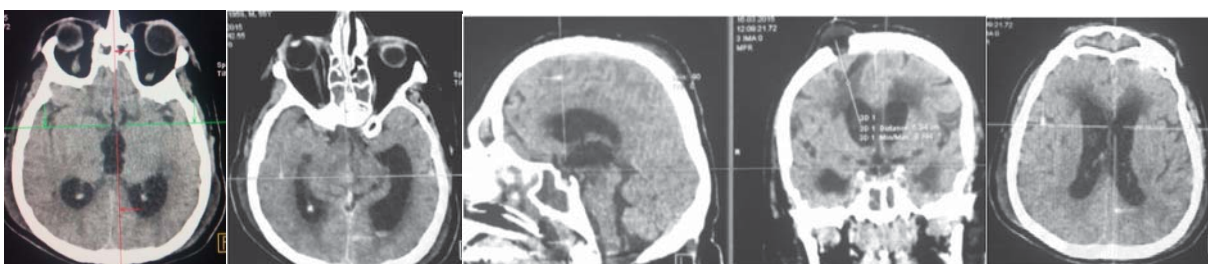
Aspect CT la 5 săptămâni postoperator după drenare ventriculară externă – se vizualizează focarul hemoragic din mezencefal cu rezorbție completă, hidrocefalie acută cu hipodensitate periventriculară subependimară.
